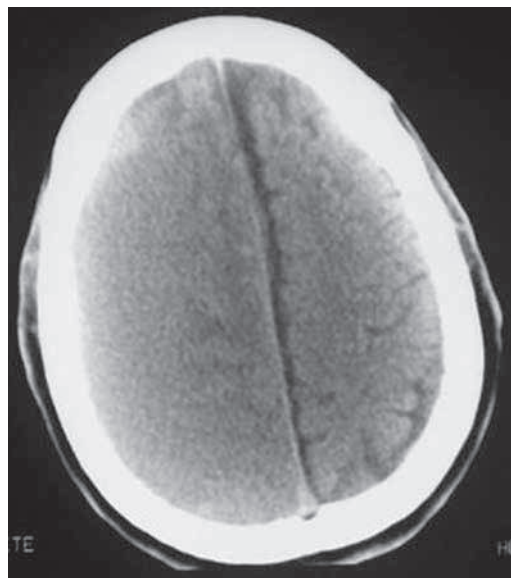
TC en TEC: Hematoma subdural isodenso agudo
